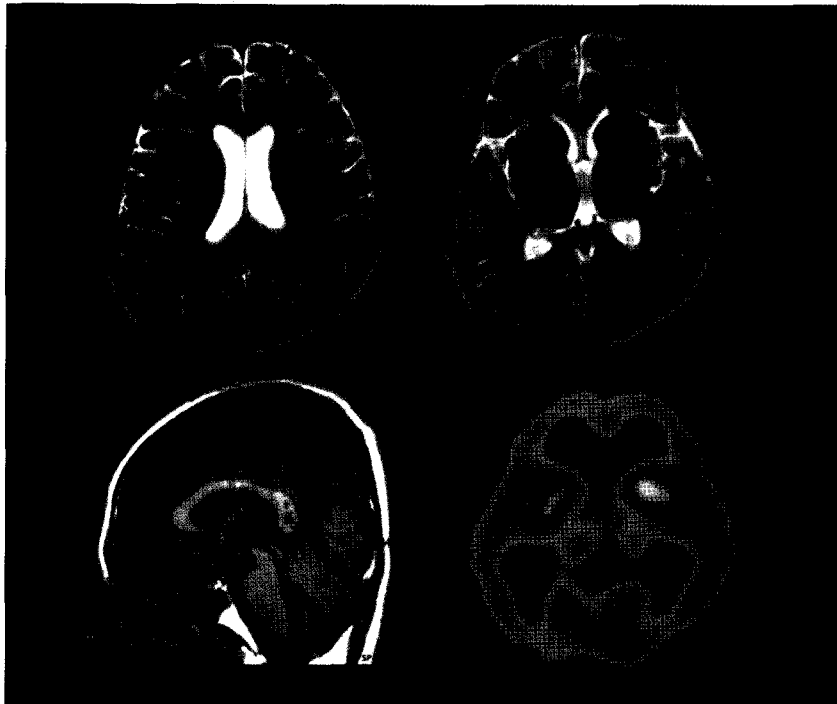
A 19-year-old male had traumatic brain injury 7 months before. MRI shows diffuse axonal injury in the gray-white matter junction and corpus callosum. SPECT demonstrates diffuse hypoperfusion in the both frontal lobe and occipital lobe with both thalami. This patient had depression, unstable affect, impulsivity, regression, moderate impairment of memory, attention and calculation.
